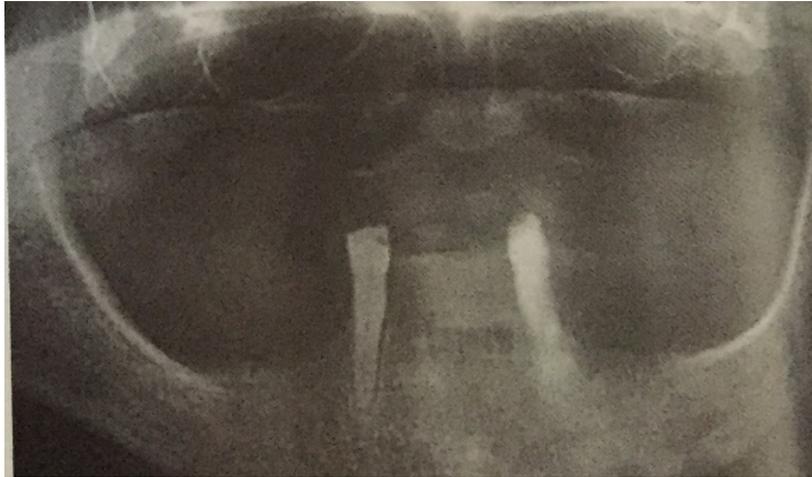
radiographie panoramique : alvéolyse de 33 et 43 visible [24].
